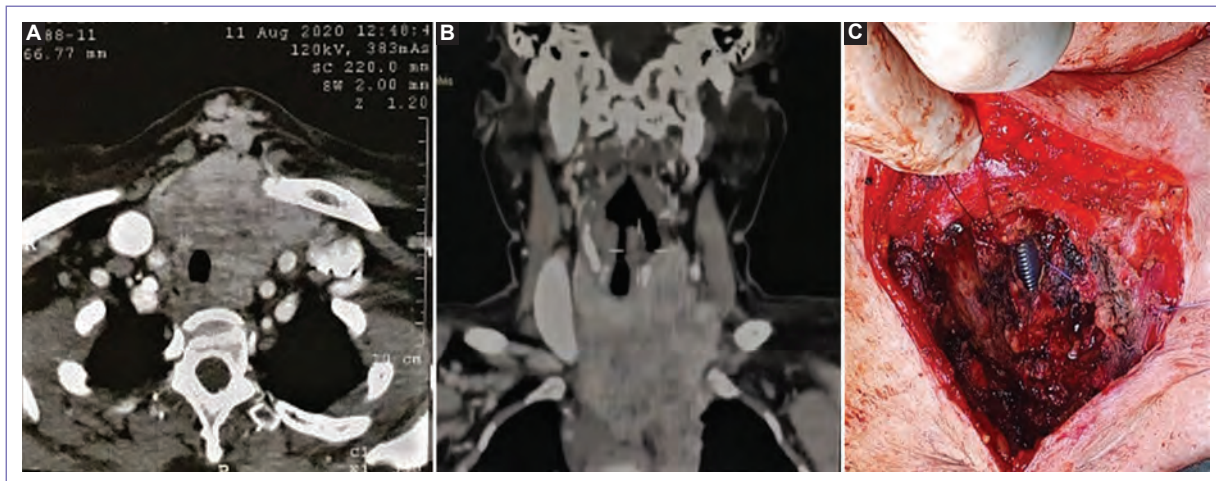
A-B: tomography Scan. C: tracheal invasion.
